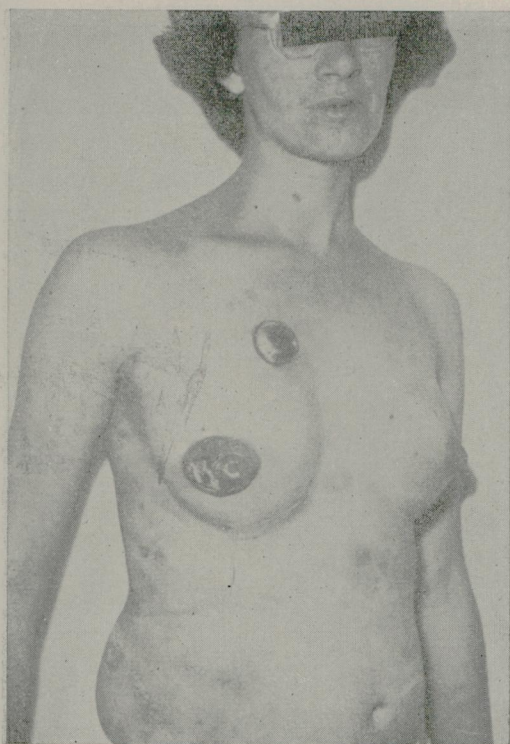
Mucose fungóide, antes e após roentgentherapia. (Reg. S.N.C. 34.822).
